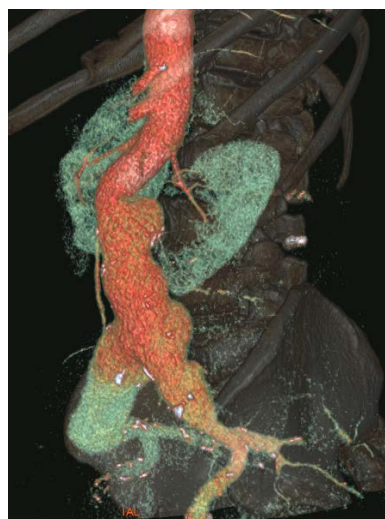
КТ-снимок 3-D реконструкции аневризмы брюшной аорты и подвздошных артерий
